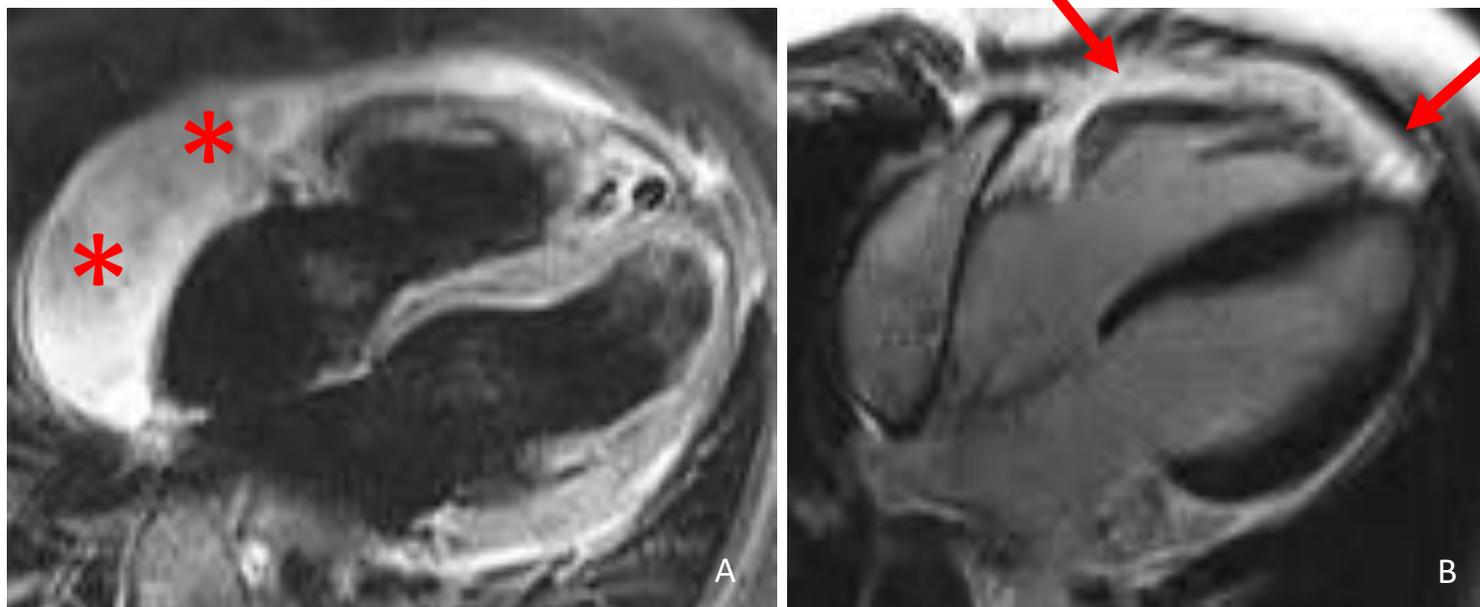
RM cardíaca em paciente com pericardite: A) sequência em T2 saturada de gordura mostrando derrame pericárdico maciço (asteriscos). B) sequência RTG mostrando realce das camadas pericárdicas (setas).
